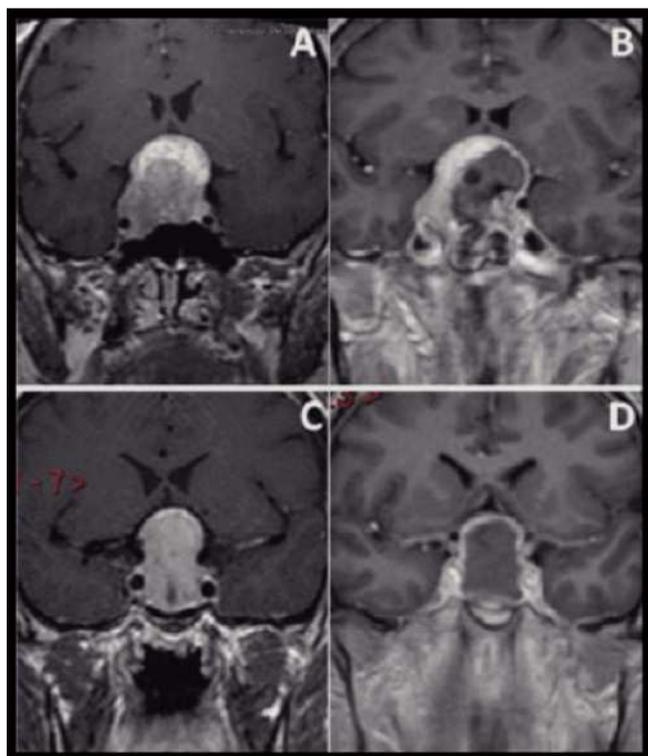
Figura – Adenoma no funcional con invasión supraselar (A) y la presencia de resto tumoral tras la cirugía (B). Otro paciente con extensión supraselar (C) y vaciamiento completo en la RM control precoz (D).
